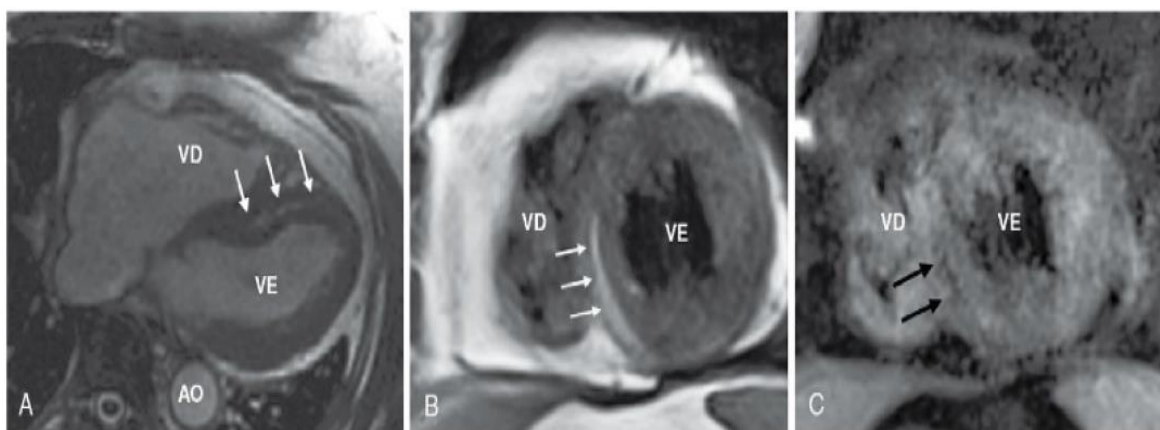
RMC de uma mulher de 56 anos que apresentava pré-síncope recorrente taquicardia ventricular não sustentada em monitorização Holter. O ecocardiograma estava normal. A, a RMC de eixo longo mostrou área de alto sinal (setas) dentro da parede septal interventricular média a distal, representando infiltração gordurosa suspeita. O VD tem tamanho, função e morfologia normais. B, a RMC com FES ponderada em T1 de eixo curto da porção ventricular média confirma camada de infiltração gordurosa (setas) nas paredes septais inferiores equivalentes do VE. C, a mesma localização de eixo curto adquirida com sequência FES ponderada em T1 com saturação de gordura revelou *imagem de sinal* claro anulada e específica de uma camada de infiltração gordurosa (setas pretas). FES: *fast spin-eco*.
